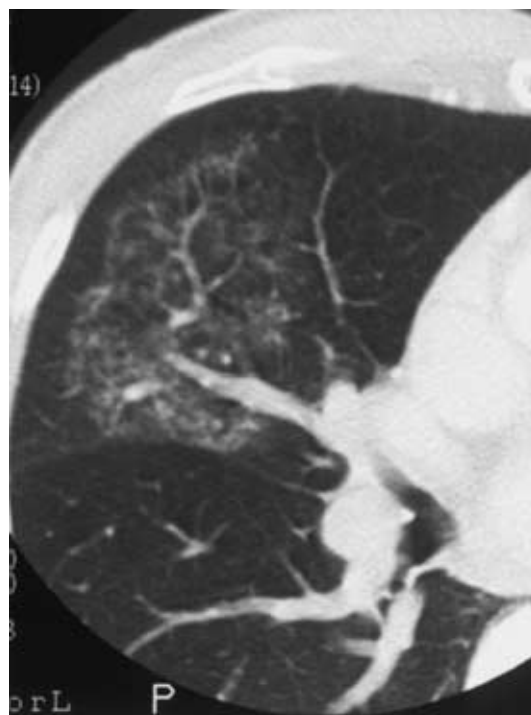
Chest CT shows GGA in the upper and middle lobes with spared peripheral lung parenchyma in November 2000.
